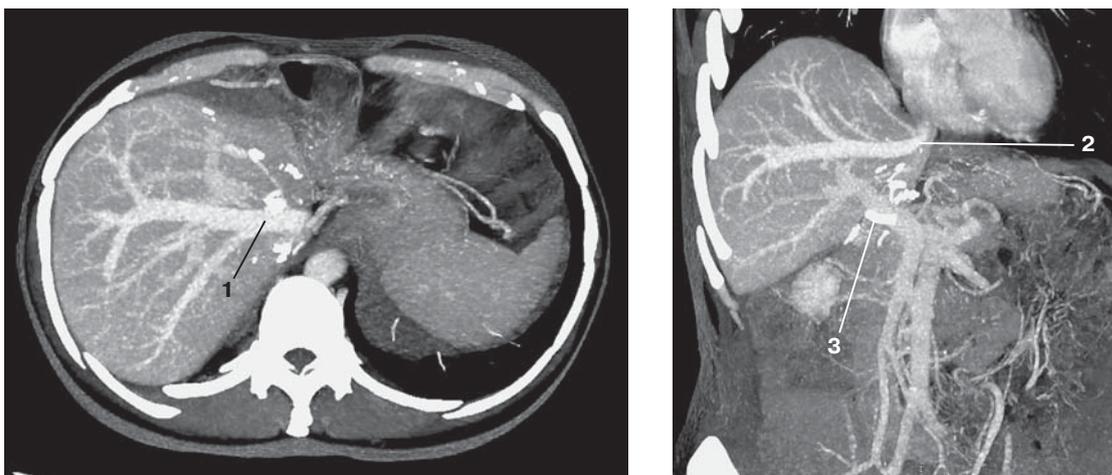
Компьютерная томограмма. Два с половиной года после трансплантации правой доли печени от живого родственного донора. 1 – правая печеночная вена; 2 – воротная вена; 3 – стент в печеночной артерии.
